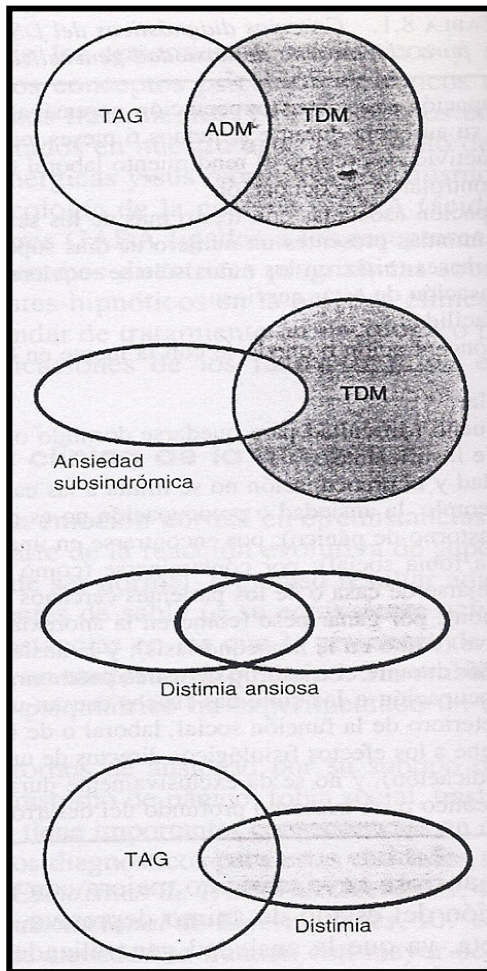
La ansiedad y la depresión pueden combinarse en una amplia variedad de síndromes. El TAG se puede solapar con el trastorno depresivo mayor (TDM) para formar la ansiedad depresión mixta (ADM). La ansiedad subsindrómica se solapa con la depresión subsindrómica para formar la ansiedad depresión mixta subsindrómica, también denominada a veces distimia ansiosa. El TDM también puede solaparse con síntomas de ansiedad subsindrómica para crear la depresión ansiosa; el TAG puede también solaparse con síntomas de depresión, como la distimia, para crear el TAG con rasgos depresivos. Tomada de [4].
